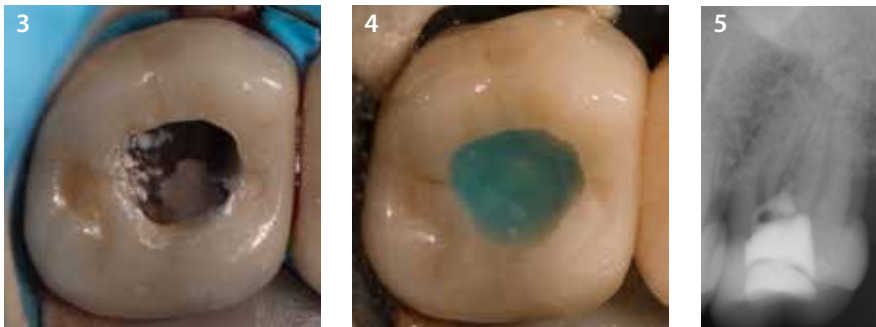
Röntgenaufnahme des Perforationsverschlusses nach dem ersten Termin
